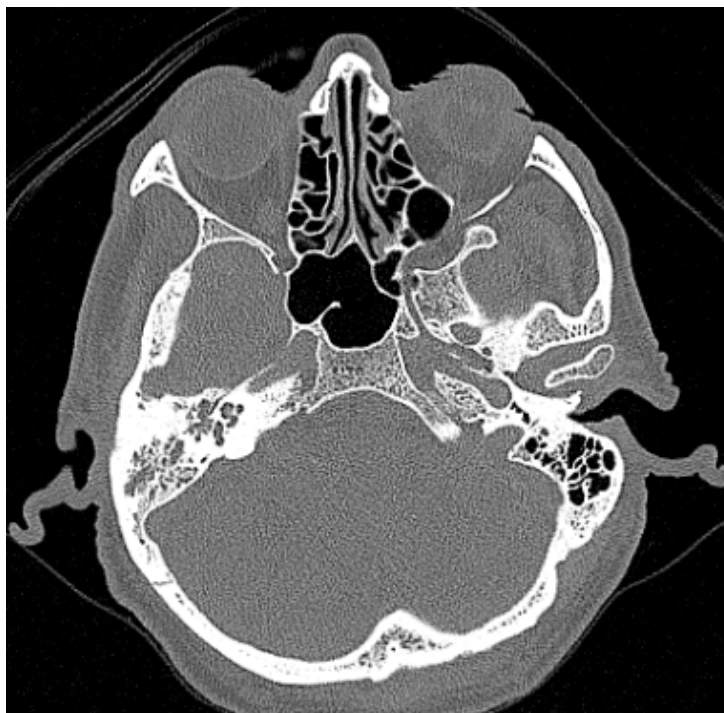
КТ із малою площею пневматизації та наявністю випоту в лівому вусі.
